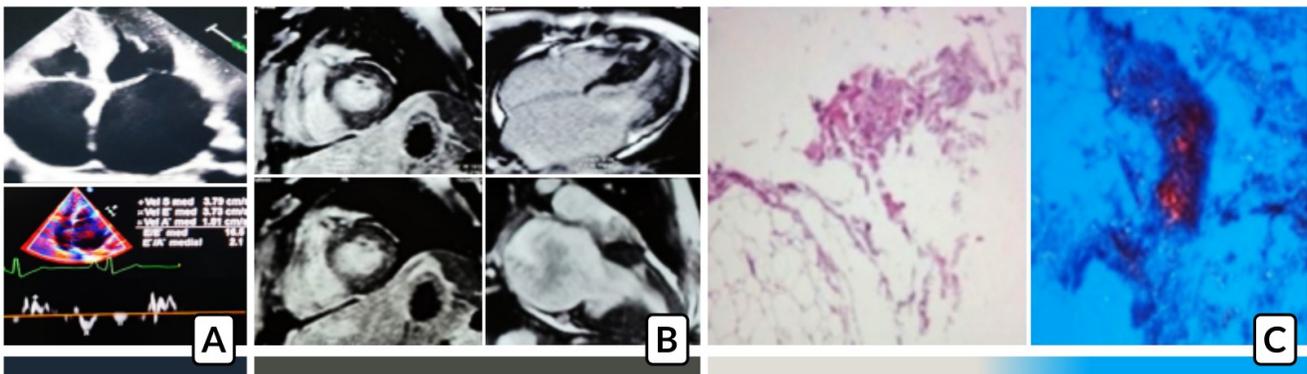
Amiloidosis cardíaca. A) ecocardiograma transtorácico mostrando hipertrofia concéntrica. B) Resonancia cardiaca C) Biopsia de tejido adiposo abdominal y Rojo Congo con luz polarizada.
